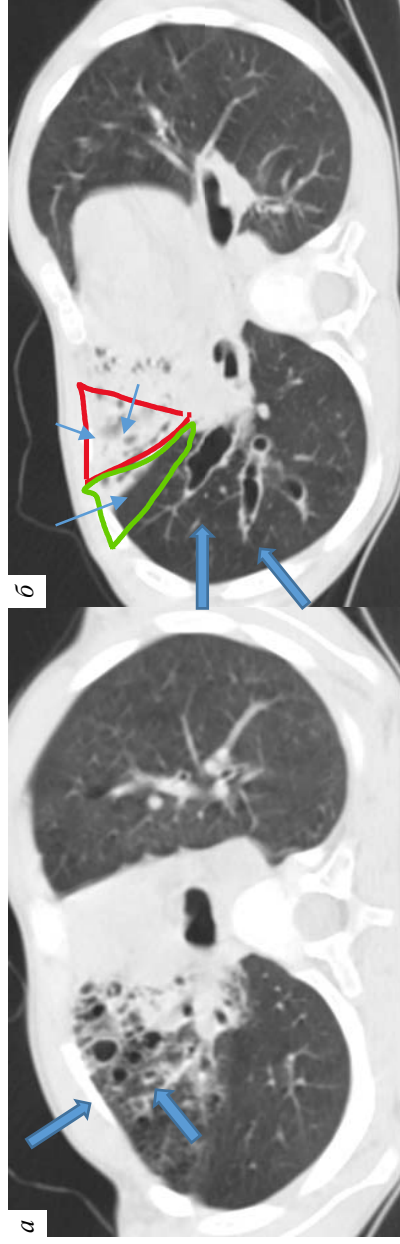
Компьютерная томограмма ребенка с НЭЖМ
